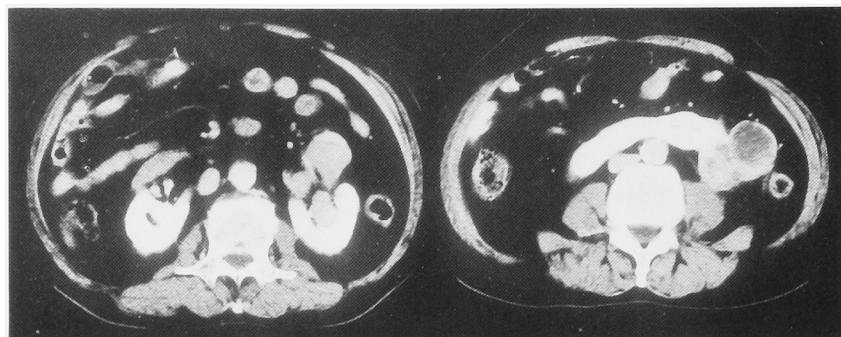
Computed tomography revealed a 3×3 cm renal vein thrombus on the ventral side of the left kidney (left), and a heterogenous mass on the left side of the isthmus (right).
